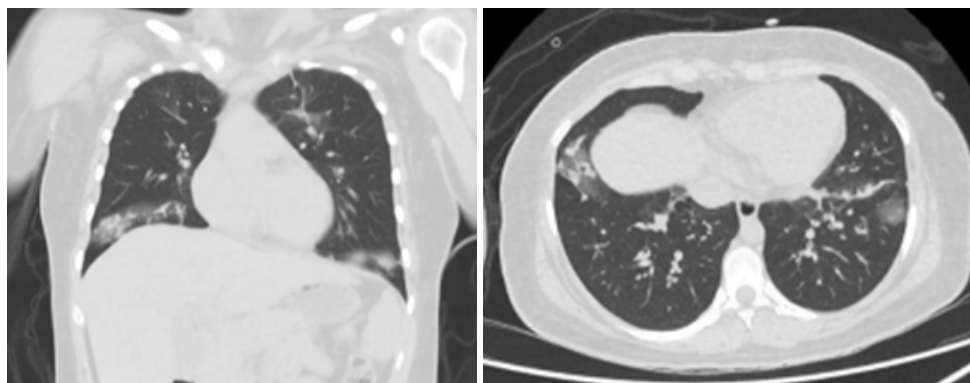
Tomografía de tórax sin contraste
